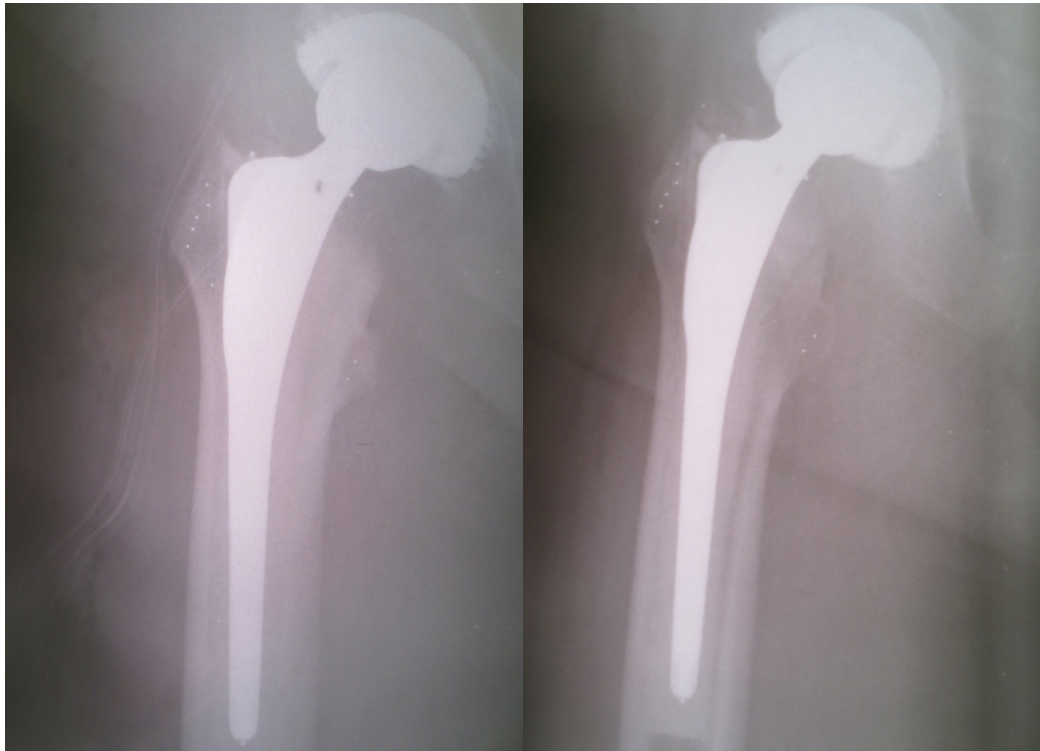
RSA-Röntgenaufnahmen (Fokus 2) der Pat. mit ID 17, CoCr-Gruppe: unmittelbar postoperativ (links) und nach 2 Jahren (rechts)
